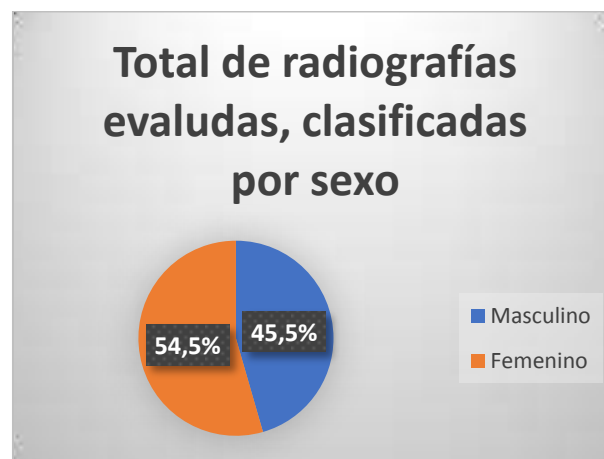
Total de radiografías evaluadas, clasificadas por sexo.*
